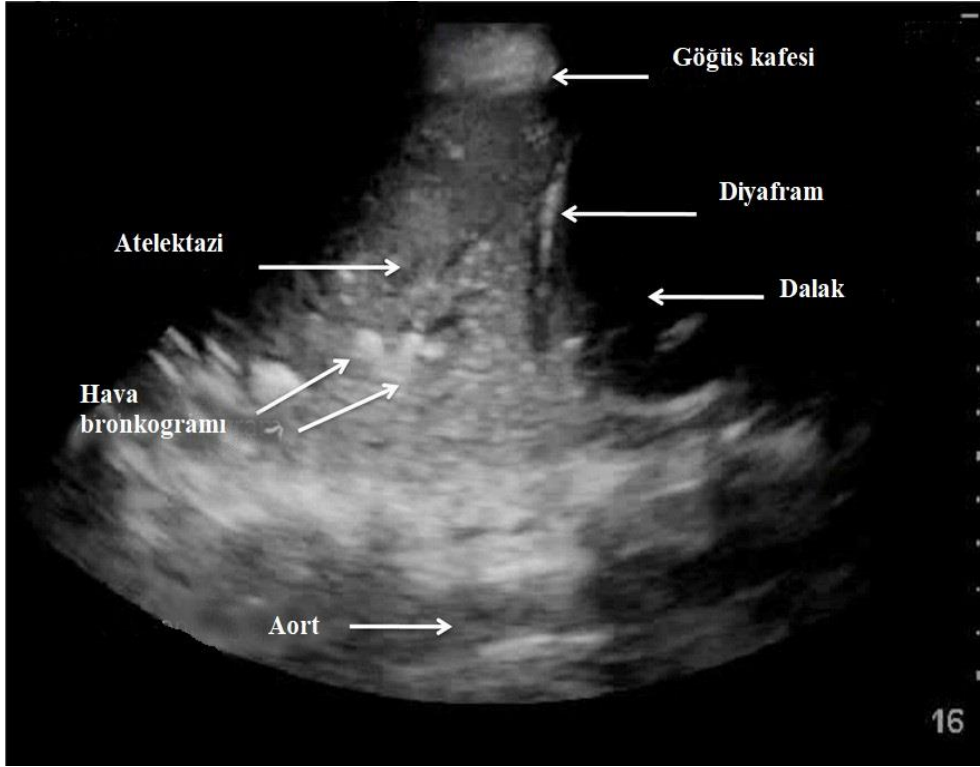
Akciğer ultrason muayenesi
